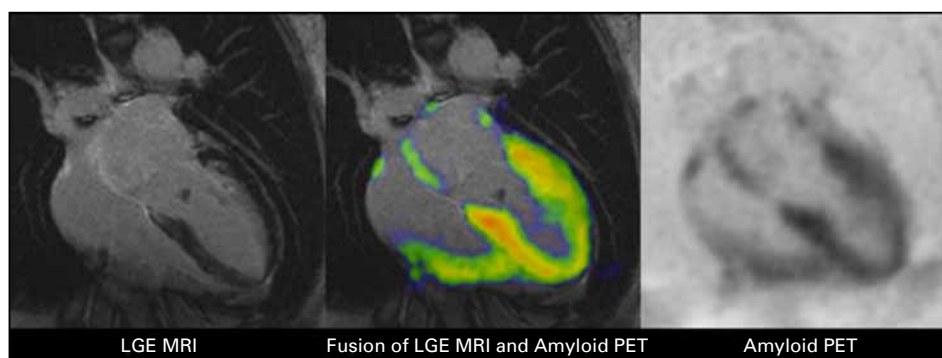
Amyloid PET/MRI for cardiac involvement of amyloidosis.
